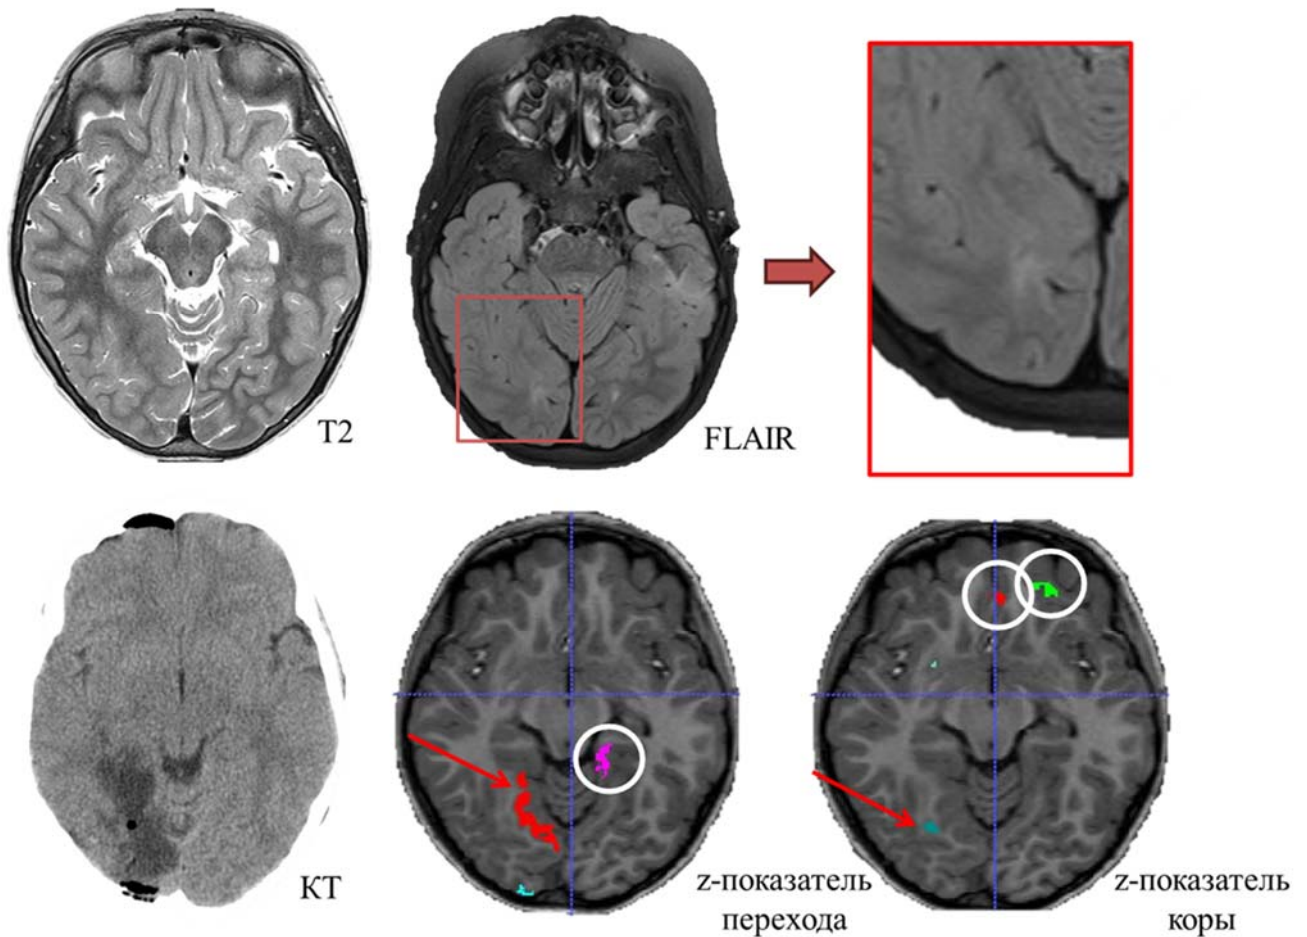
МРТ и КТ исследования пациента с ФКД правой затылочной доли (красный квадрат). На МРТ отмечается обширная зона нарушения перехода серого и белого вещества в правой затылочной доле, без четких границ. На изображениях с наложением z-показателя нарушения перехода серого и белого вещества выявляется аномально яркая зона и аномально яркая зона по признаку утолщения коры (красные стрелки). В белых кругах отмечены условно ложноположительные зоны
